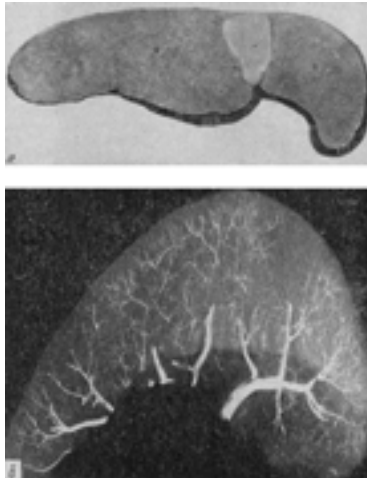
Інфаркт селезінки: а – ішемічний інфаркт у вигляді світлої трикутної ділянки, оберненої основою до капсули, б – ангиорентгенограма тієї ж селезінки, судини на ділянці інфаркту не ін'єктовані.
